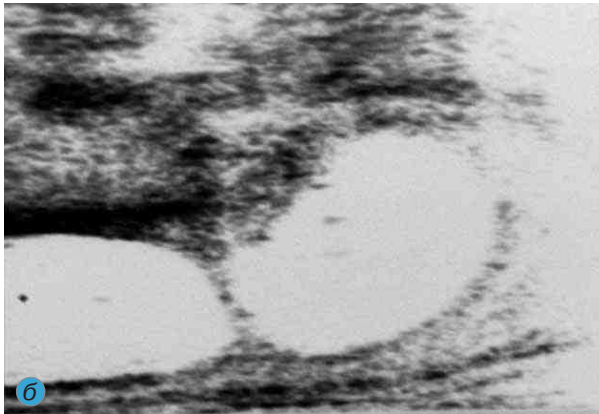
Стриктура уретры (*стрелка*): *а* — рентгеновская уретрограмма, протяженность стриктуры не видна; *б* — соноуретрограмма, короткая стриктура уретры
